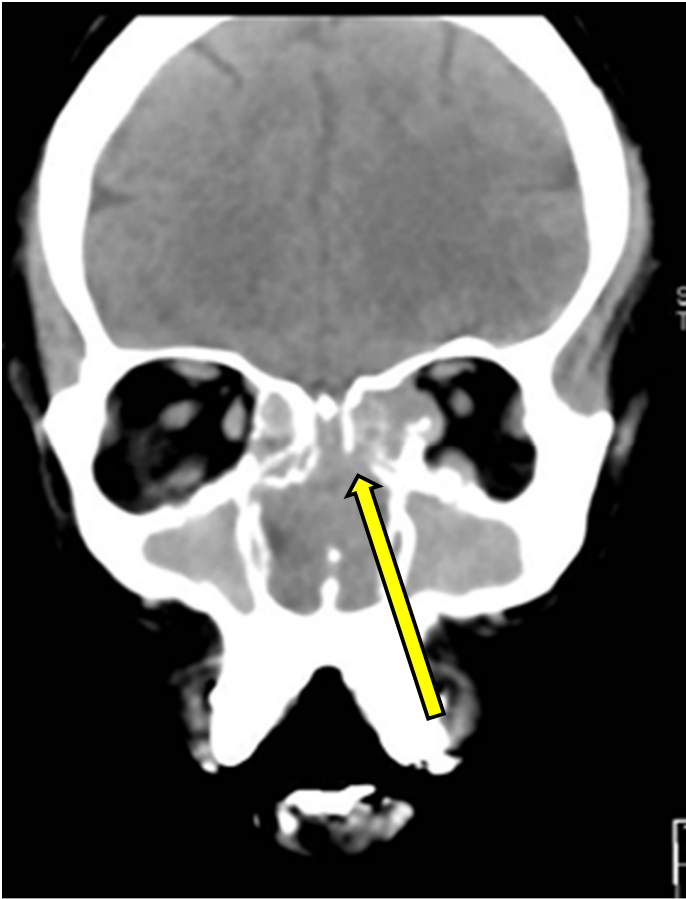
Tomografía de cráneo y senos paranasales, corte coronal, que muestra una lesión tumoral erosiva, que genera una fístula en la lámina cribosa del etmoides, del lado derecho.
